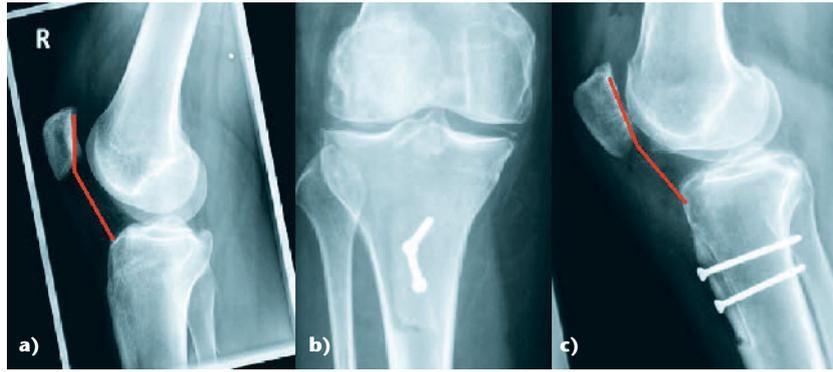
c a) Präoperatives Röntgen (Knie seitlich) einer jungen Patientin mit rezidivierenden Luxationen bei Patella alta (Caton Deschamps Index 1,3) und erhöhten TTTG-Abstand; b) postoperatives Röntgen Knie a.p. nach Tuberositas-Medialisierung und Distalisierung mit 2-facher Schraubenosteosynthese; c) postoperatives Röntgen Knie seitlich: deutlich sichtbar die Distalisierung der Patella, der Caton-Deschamps-Index liegt nun bei 1,0. Weiter zu erkennen ist die Tuberositas-Hintersägung.
